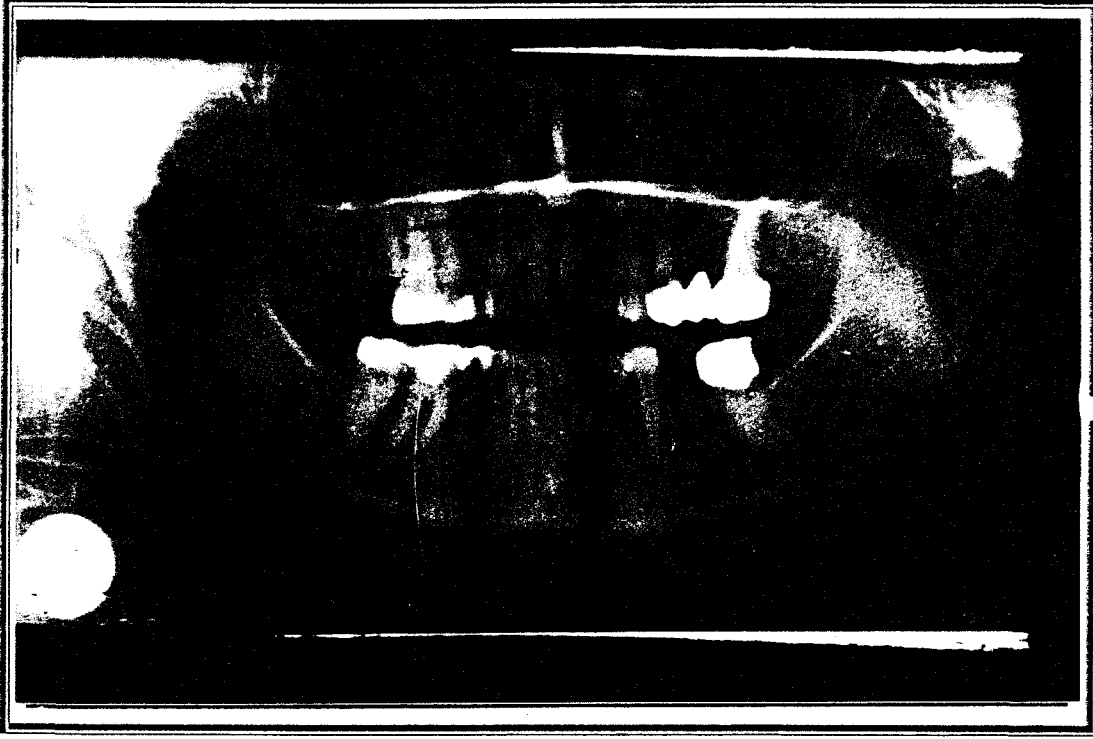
Sintigrafiden hemen sonra çekilen OPG'de, periodontal patolojili dişin (16 nolu diş) ve kanal tedavili dişlerin (15, 35 ve 46 nolu dişler) varlığı izlendi. Aynı hastaya ait sintigrafi ve radyografi karşılaştırıldığında dental patolojilerin konumunun, sintigrafideki radyonüklid tutulumunun olduğu bölgelere uyduğu gözlemlendi.
